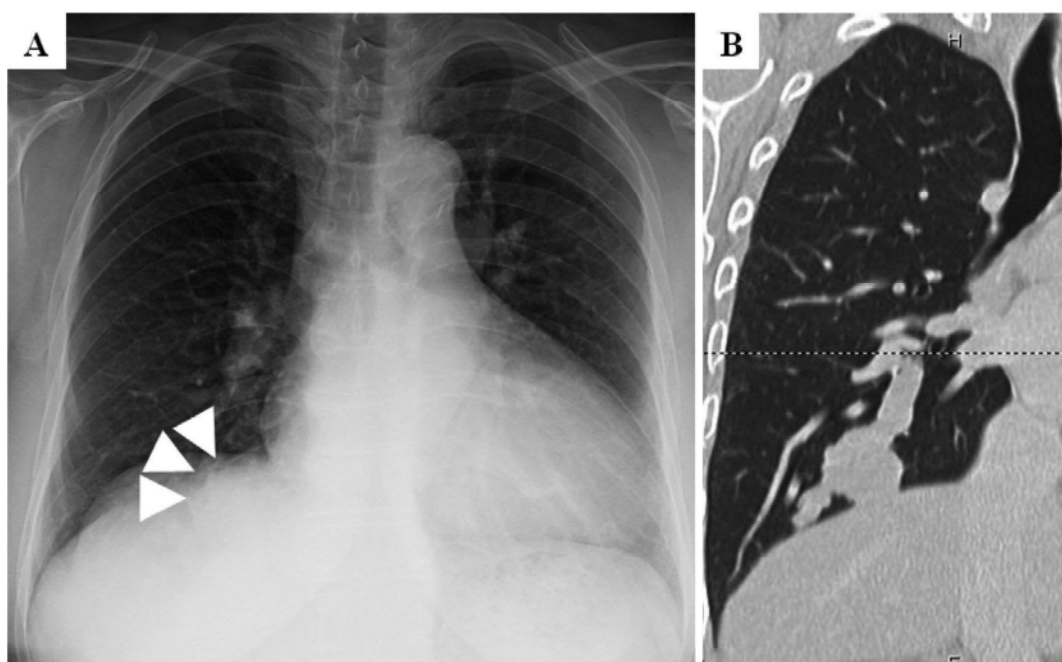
Preoperative chest X-ray film (A) and coronal slice of chest CT (B) revealed tumor on lower lobe of right lung at right lower lobectomy.
